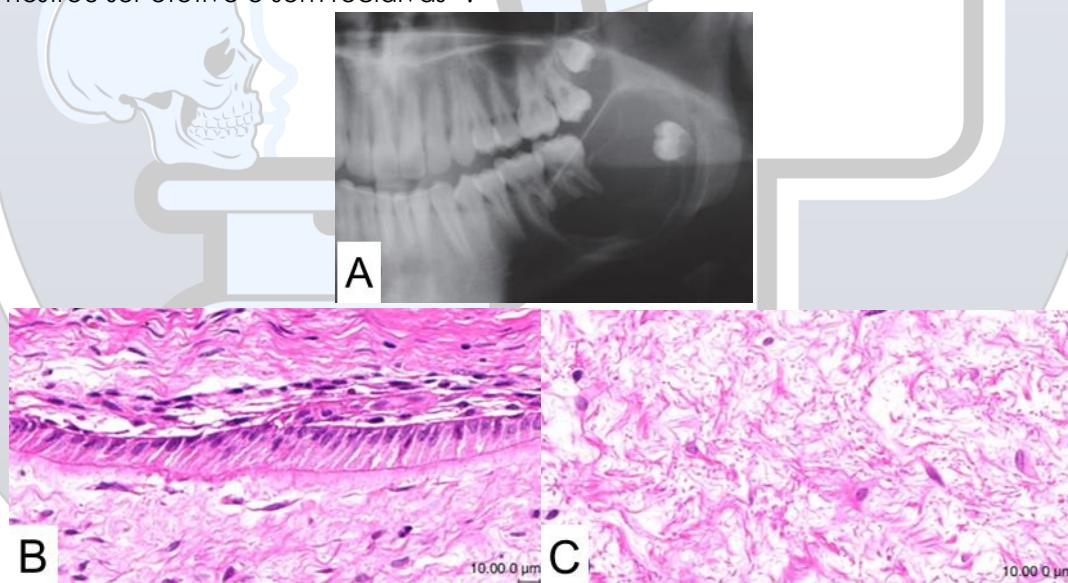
Tumor Odontogênico Primordial. A: radiografia panorâmica. B e C: aspecto histopatológico da lesão. Células epiteliais colunares periféricas circundantes à lesão (a cápsula encontra-se acima, e a lesão principal abaixo do epitélio). É possível notar tecido fibroso frouxo de aparência mixóide com fibroblastos fusiformes e estrelados, formando a área central do tumor. Coloração HE. Fonte: Mosqueda-Taylor *et al*, 2014.
